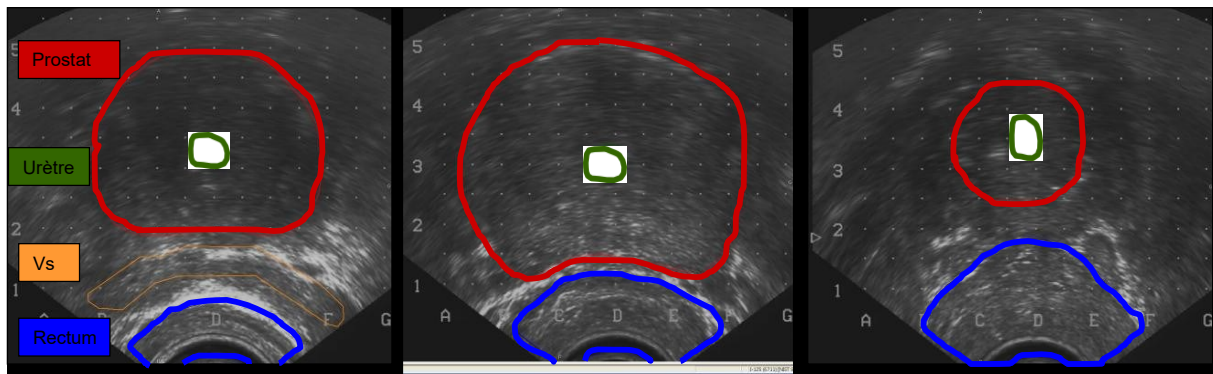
Coupes échographiques avec délinéation des volumes d'intérêts lors de la curiethérapie: prostate (rouge) urètre (vert) vésicules séminales (orange) et rectum (bleu)
